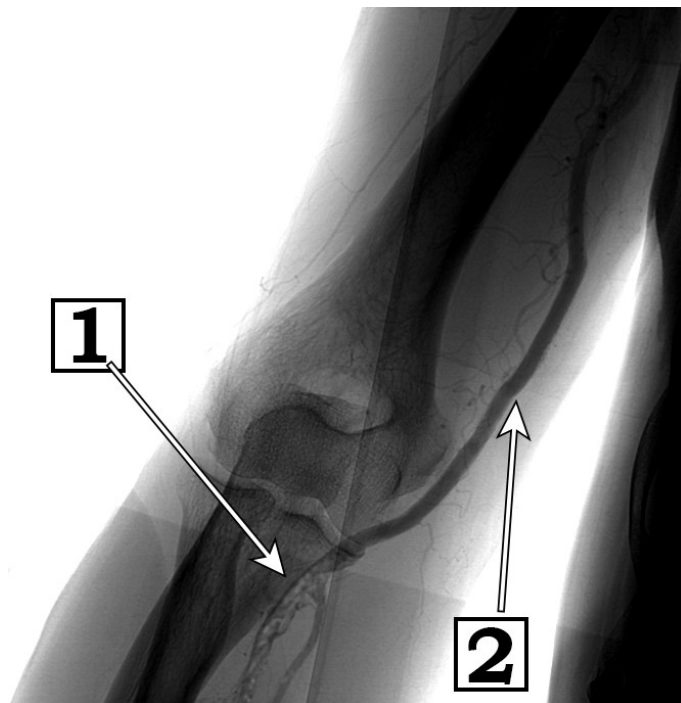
Прямая рентгеноконтрастная ангиография у больной с острой эмболией бифуркации правой плечевой артерии. 1 – эмбол в просвете плечевой и лучевой артерий, 2 – свободный просвет плечевой артерии.
